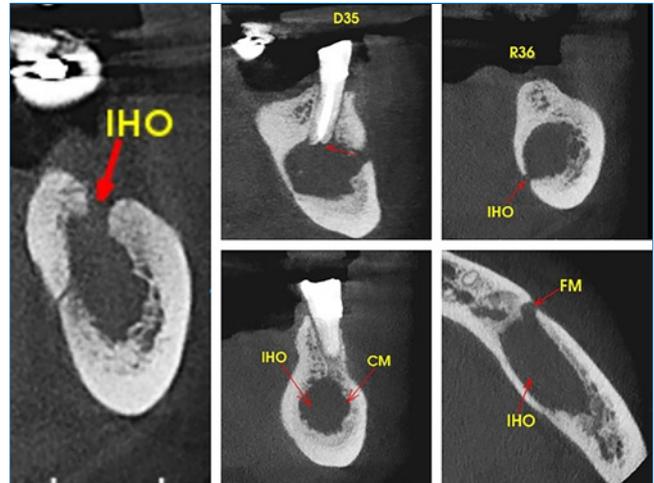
Cortes de tomografia computadorizada mostrando imagem hipodensa (IOH), na região periapical do dente 35 (D35) e região do dente 36 (R36) causando rompimento da face lingual da cortical do canal mandibular (CM) e das corticais ósseas vestibular e lingual da mandíbula, além de proximidade com o forame mentoniano (FM).
